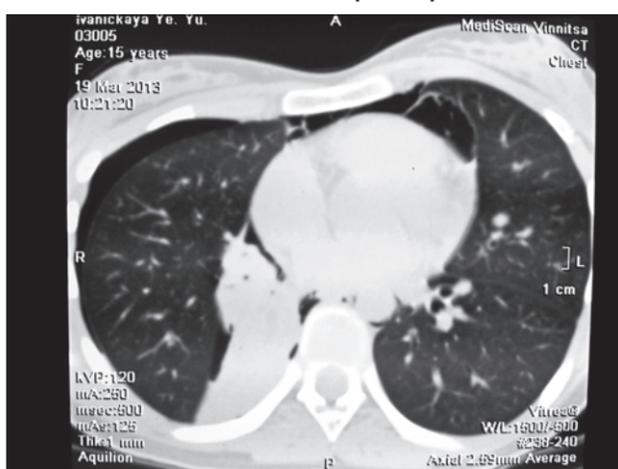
Спонтанный пневмоторакс справа на компьютерной томограмме
